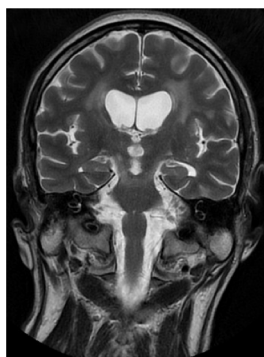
IRM Cérébrale coupe coronale, séquence T2, objectivant des lésions en hypersignal en paraventriculaire bilatéral ainsi qu'un hypersignal mésencéphalique bilatéral
